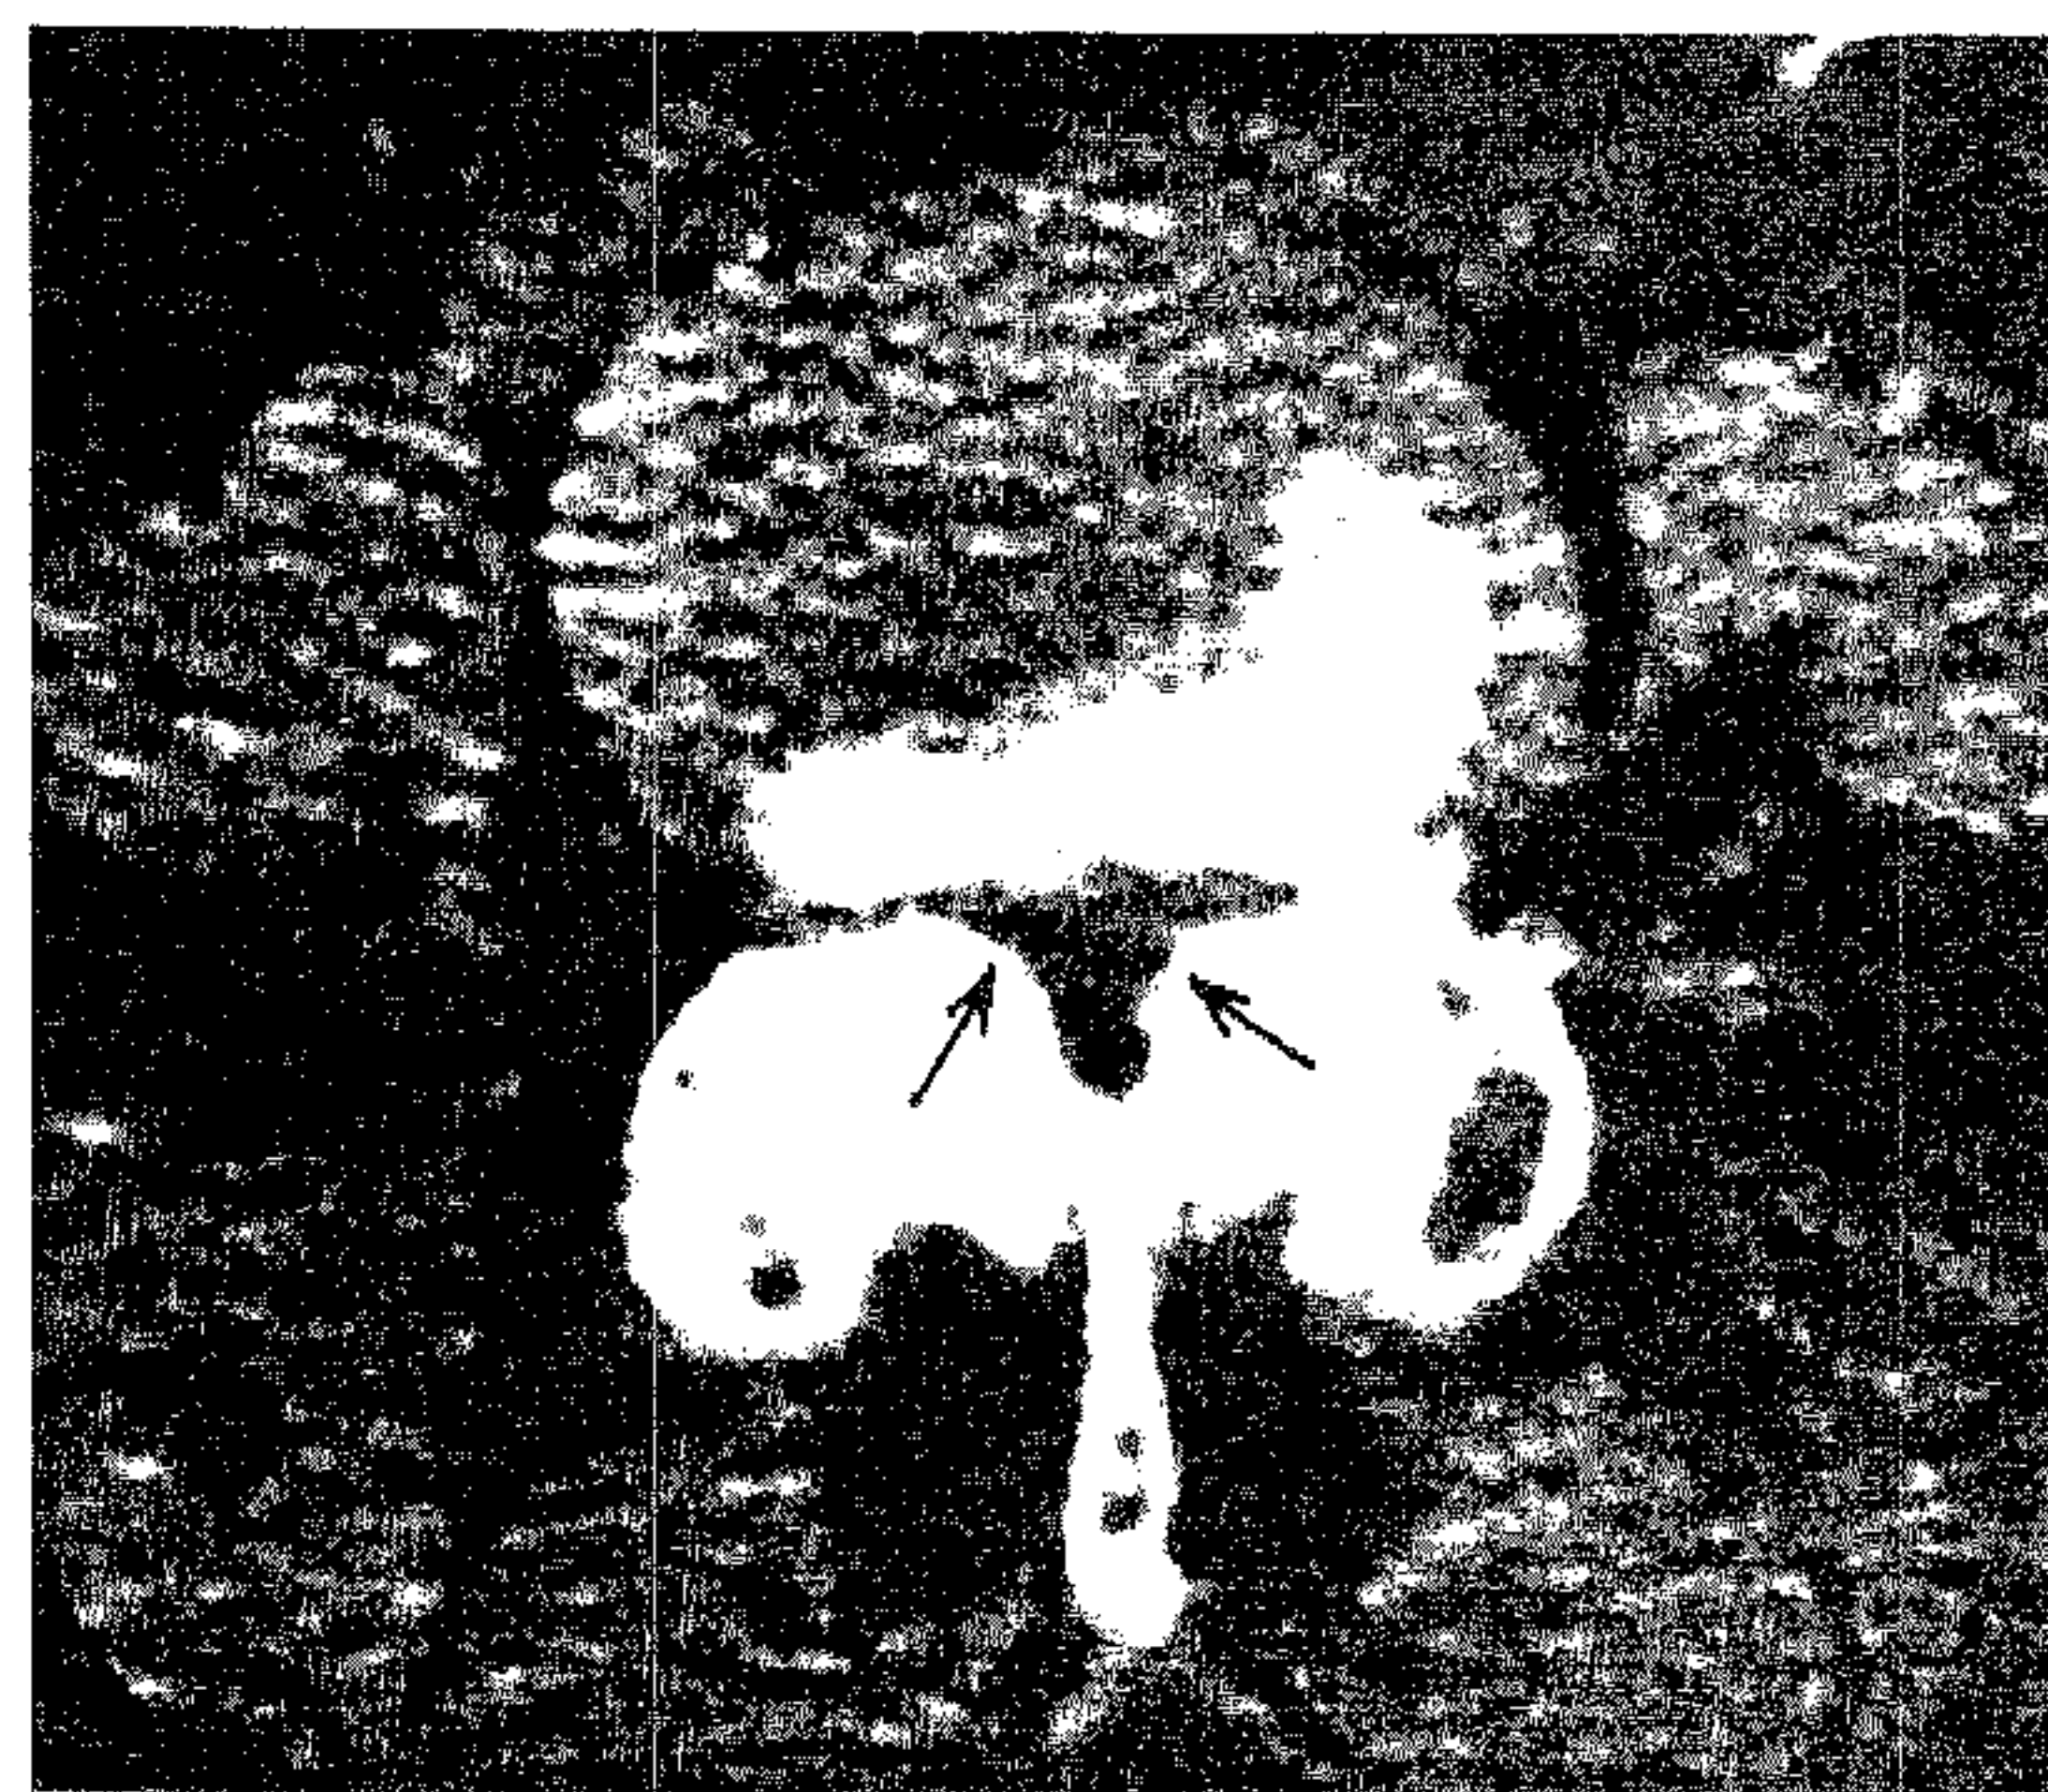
Examen CT. SCVL gravă.
